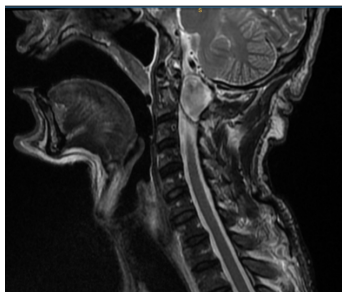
Corte sagital de resonancia magnética que muestra lesión isointensa en nivel C1-C2, con desplazamiento contralateral y compresión medular, compatible con schwannoma.
